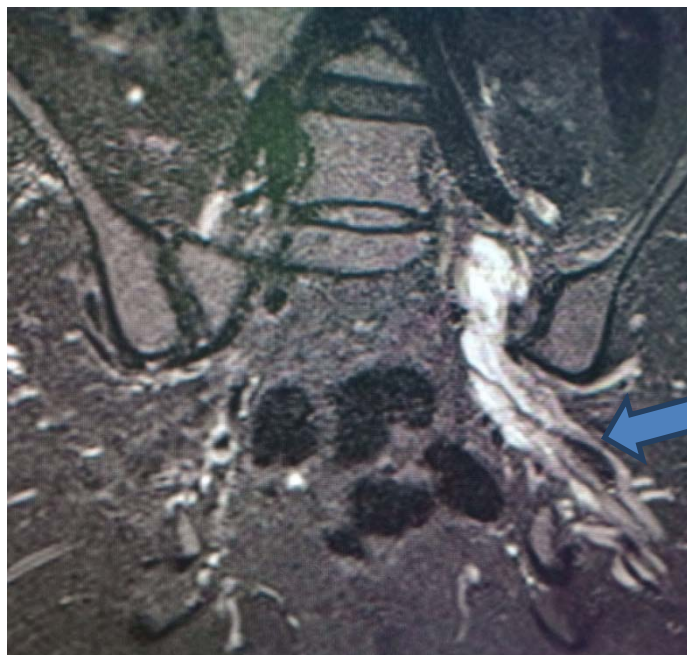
IRM des racines lombo-sacrées montrant un aspect tuméfié en hypersignal T2 STIR étendu des racines gauches du plexus sacré au nerf sciatique associé à une amyotrophie homolatérale.
